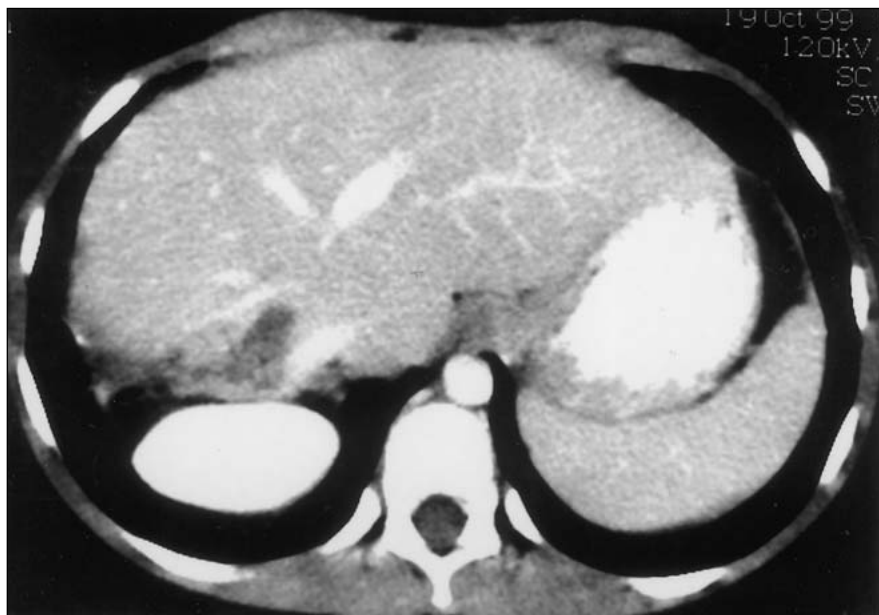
Tomografia computadorizada. Fibrose hepática pós-operatória, sem alterações no coeficiente de atenuação.
